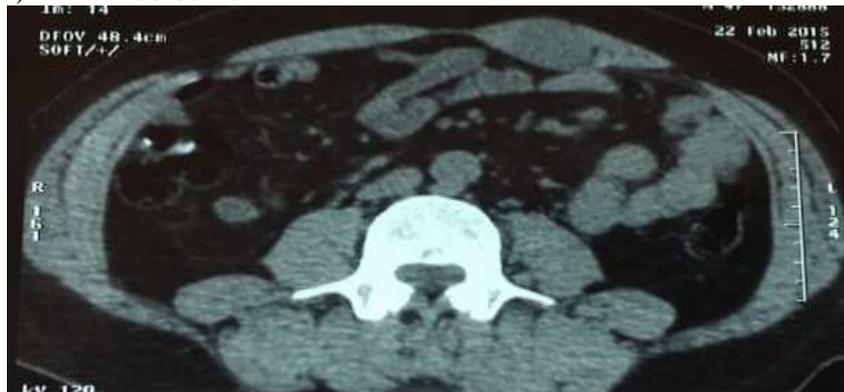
TDM non injecté
